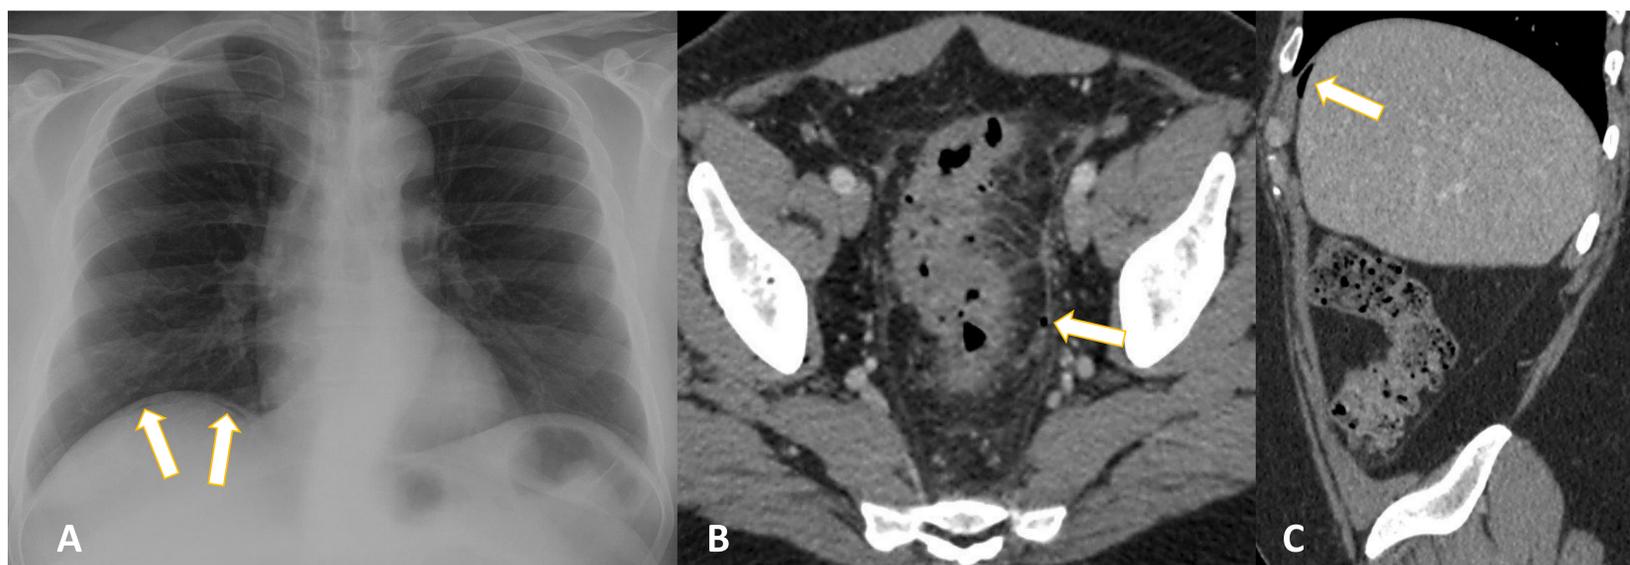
A: RX de tórax: neumoperitoneo. B y C: TC: colon sigmoides con divertículos con cambios inflamatorios y neumoperitoneo en la proximidad y a distancia.
